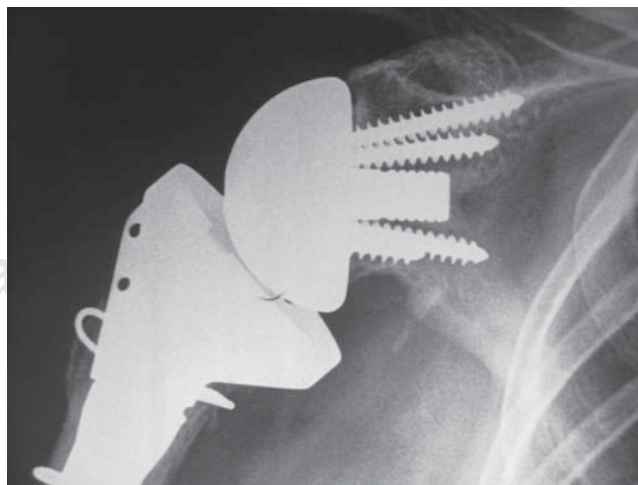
Foto clínica de una radiografía AP de hombro derecho en el que se puede apreciar el *notching* en un estadio 2, sin que haya ocasionado desgaste del polietileno o inestabilidad.
